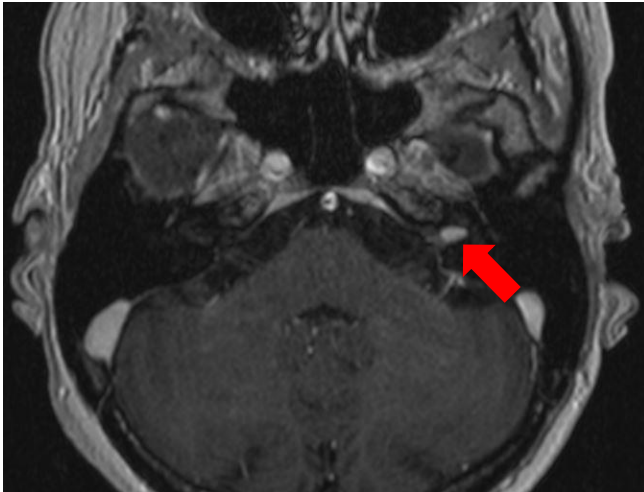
Axiale Magnetresonanztomografie-Aufnahme mit Kontrastmittel in T1-Wichtung eines intrameatalen Vestibularisschwannoms links. Pfeil markiert Vestibularisschwannom. [genehmigt durch die Abteilung für Neuroradiologie des Universitätsklinikums Würzburg; Direktor: Prof. Dr. med. M. Pham]
